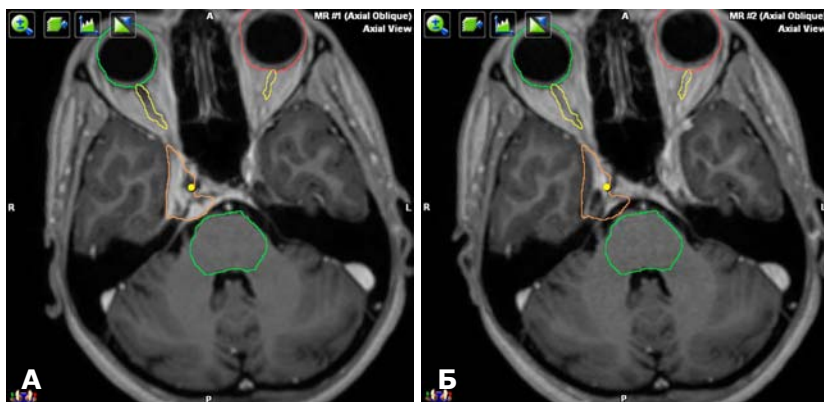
МРТ головного мозку. Пацієнтка С., 22 років. Менінгіома петроклівальної локалізації праворуч. А — до СРХ; Б — через 3 міс після СРХ. Позитивна динаміка процесу: суттєве зменшення пухлини, значне покращення неврологічного статусу (відсутність дефіциту функції III, VI пар ЧН праворуч).
